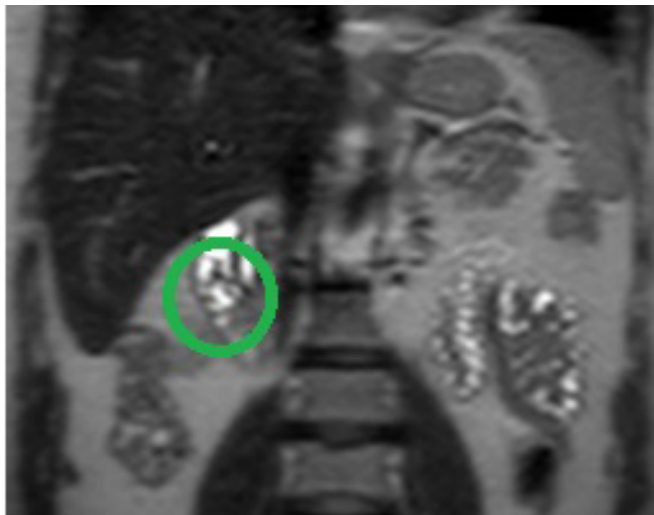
RM abdominal. Vía biliar extrahepática de 10 mm a nivel del hilio que se va afilando progresivamente, sin apreciarse defectos de repleción intraluminales ni lesiones extrínsecas. Se observa imagen compatible con quiste de duplicación duodenal.
